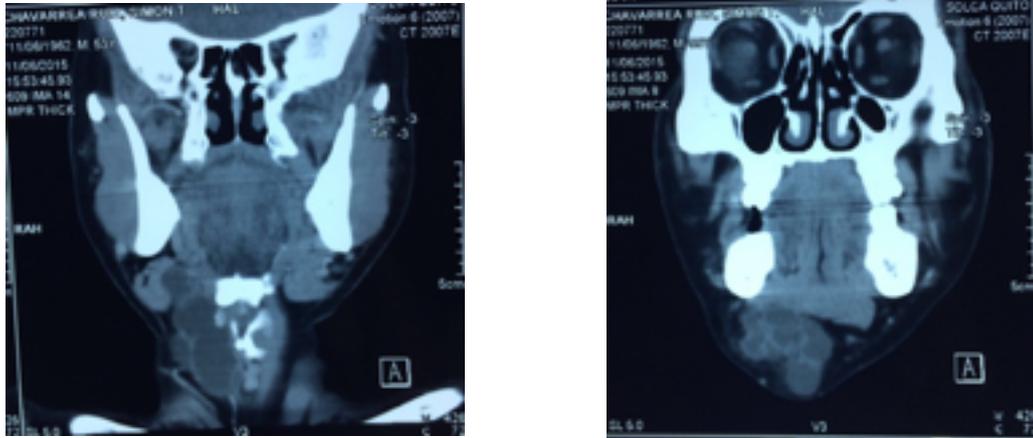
1y 2 TAC S/C DE CUELLO
